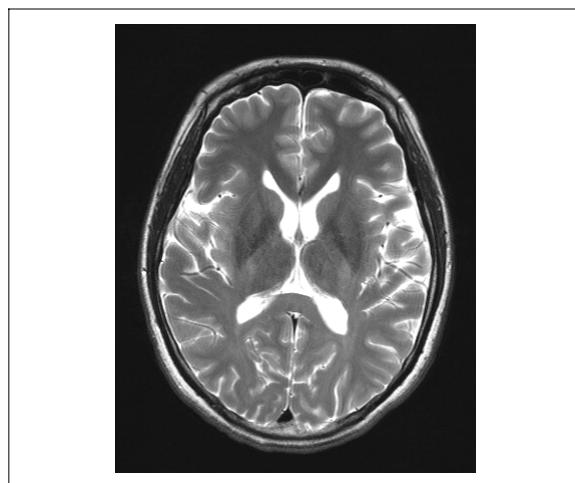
Brain MR image shows no abnormal findings.
